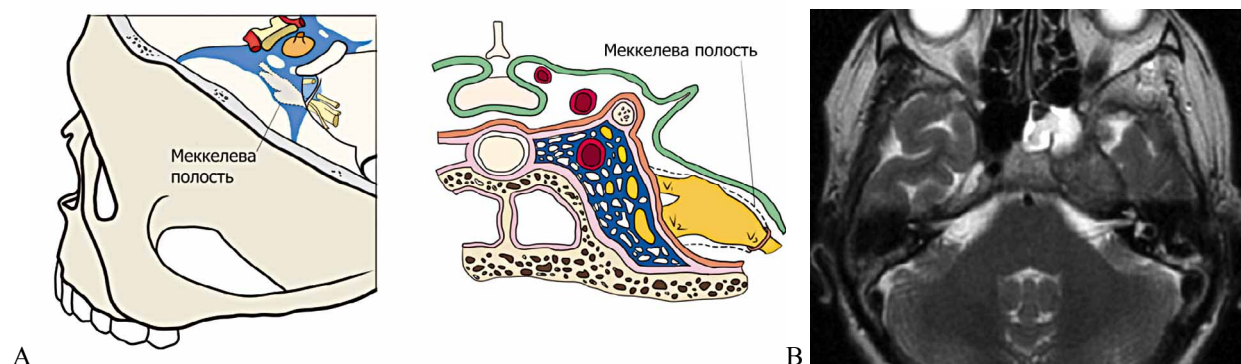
А. Меккелеву полость можно считать дивертикулом оболочек ЗЧЯ в полости кавернозного синуса, внутри МП имеет арахноидальную оболочку, заполненную ликвором (т.н. тригеминальная цистерна). Б. На МРТ визуализируется тригеминальная цистерна справа, слева меккелева полость заполнена тригеминальной шванномой
